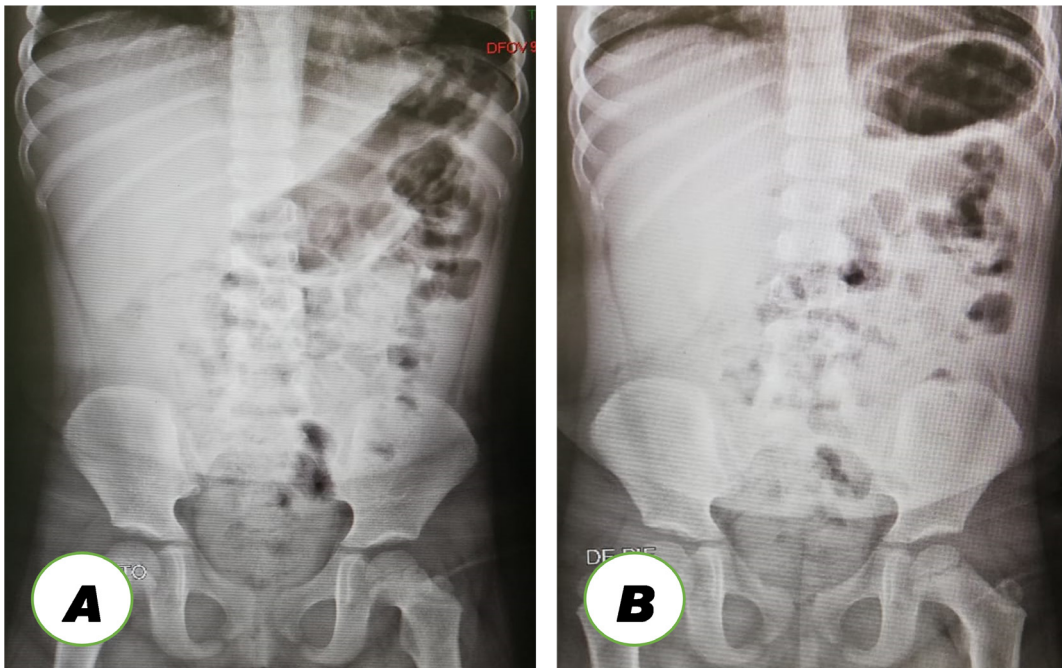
Radiografía de Abdomen. (A) Incidencia decúbito supino (B) Incidencia de Pie. Se evidencia imágenes en vidrio esmerilado en asas intestinales, velamiento del cuadrante inferior derecho, no niveles hidroaéreos, ni neumoperitoneo.
